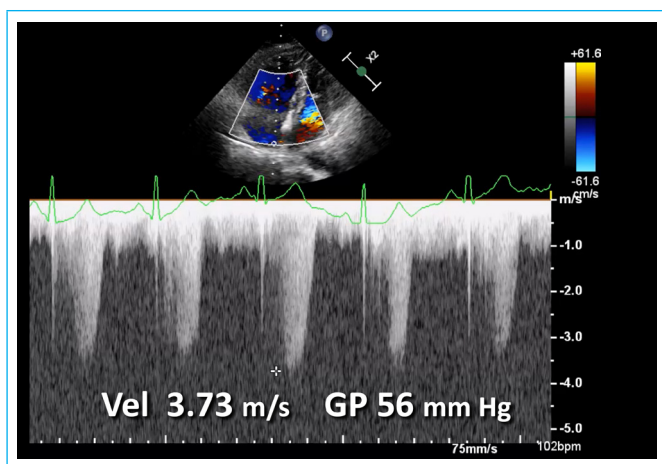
Doppler continuo alineado con la regurgitación tricúspide. En el pico de esfuerzo se objetiva un gradiente sistólico entre el ventrículo y aurícula derecha de 56 mm Hg, indicativo de hipertensión pulmonar.
